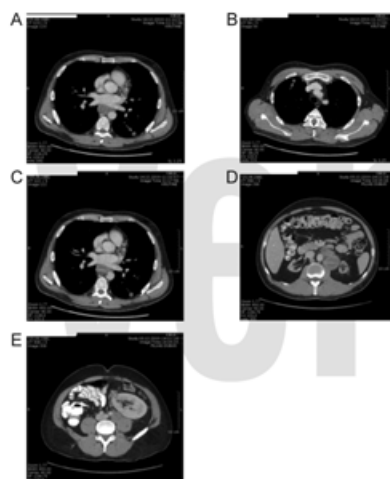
Thoracic, abdominal and pelvic CT scans. (A and B) Multiple small 0.2 – 0.9 cm in diameter metastases in both lungs. (C) Pathological 3.7x 2.7 cm lymph nodes in posterior mediastinum. (D) Conglomerates of multiple pathological paraaortic lymph nodes. (E) Metastasis in transplanted kidney.
